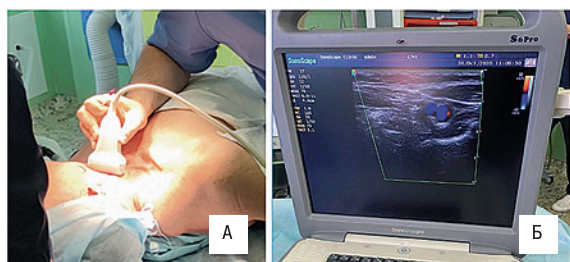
А, Б. Интраоперационная разметка брахицефальных артерий перед разрезом и выявление патологического очага с помощью ультразвукового исследования (УЗИ)
